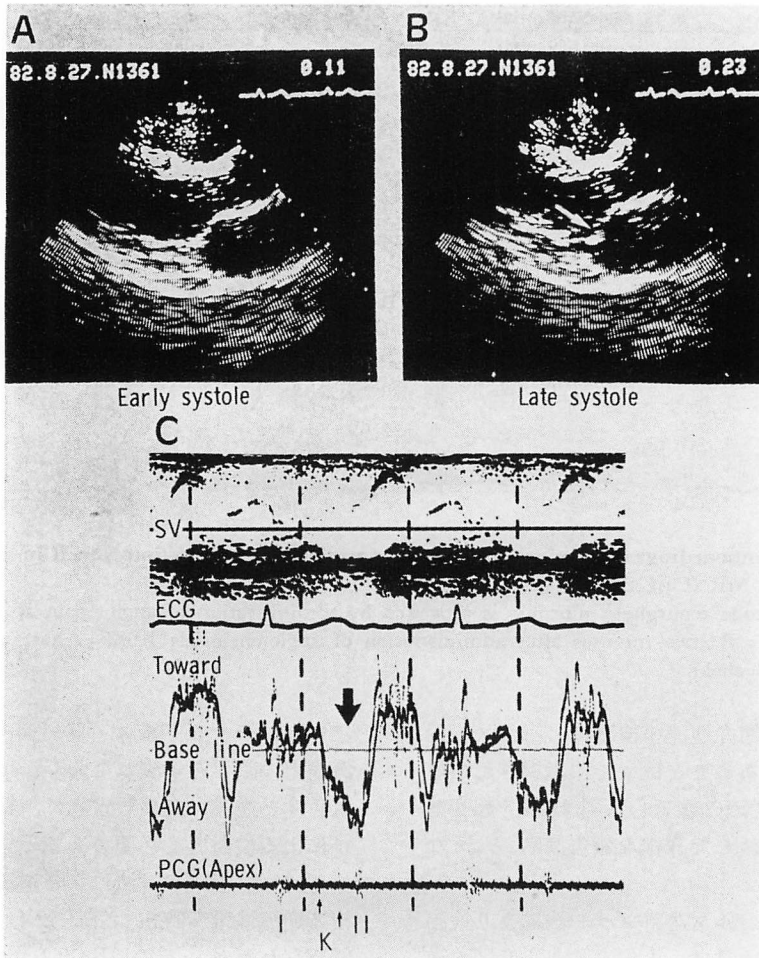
Two-dimensional echocardiograms and pulsed Doppler echocardiogram in the same case as in Fig. 9.
